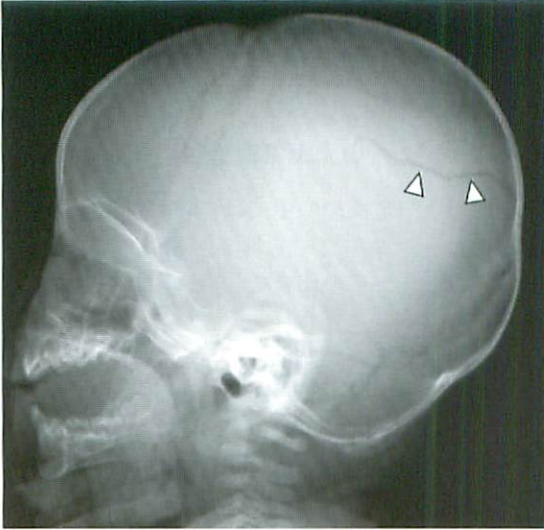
Linear skull fracture. Lateral view of the skull reveals parietal fracture (arrowheads). Fractures which are parallel to the imaging plane are sometimes difficult to detect on axial CT images.
